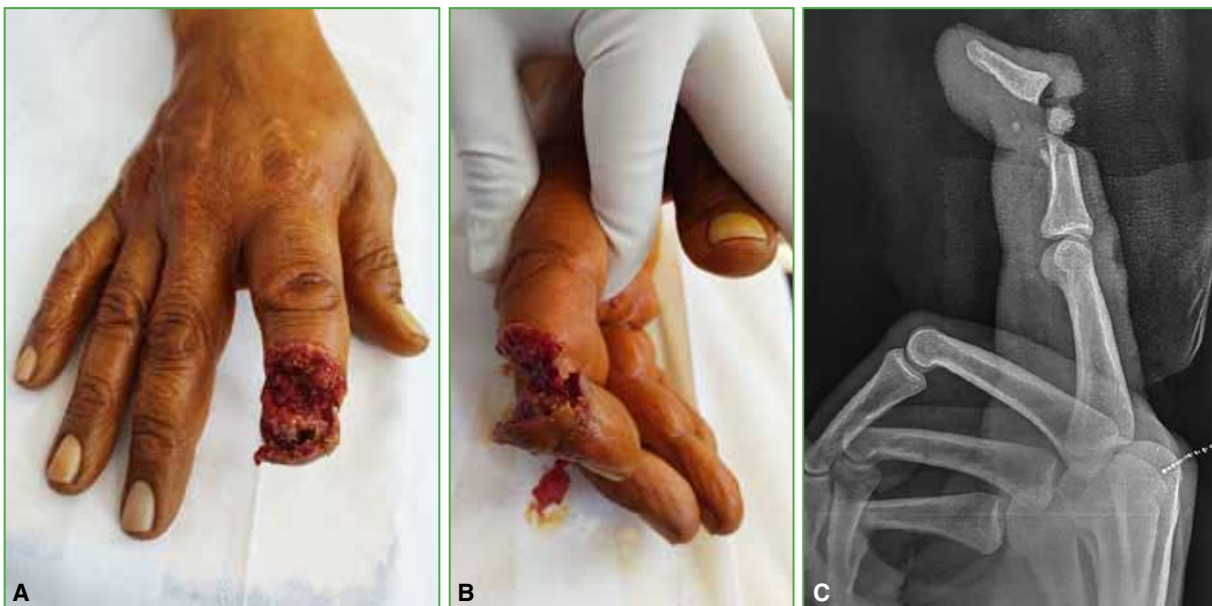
A. Herida grave en el segundo dedo de la mano derecha, vista dorsal. B. Herida grave en el segundo dedo de la mano derecha, vista lateral. C. Radiografía de segundo dedo, vista lateral. Se observa una fractura de la segunda falange.
